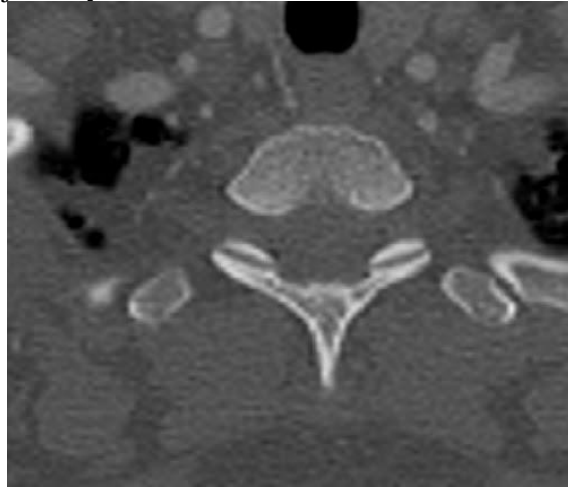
Osteofit Morfolojik Evre 3 olarak değerlendirilmiş BT görüntüsü
